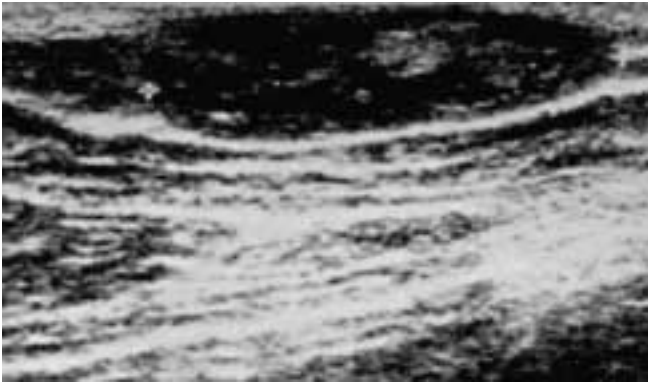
Fibrolipoma. L'esame ecografico evidenzia formazione ovoidale ipoecogena, con strie iperecogene.
